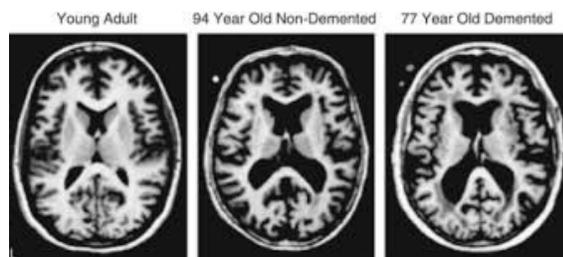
MRI encefalo a confronto tra persona adulta, anziano con demenza e anziano senza demenza (28)
